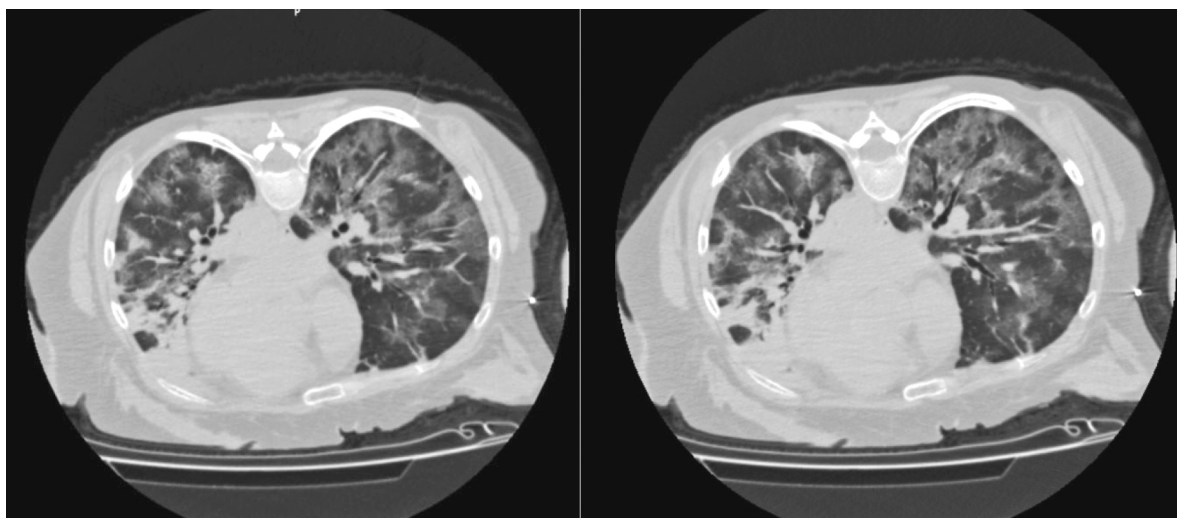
Компьютерная томография легких пациентки Л. (23.10.2021 г., 12-й день болезни)
